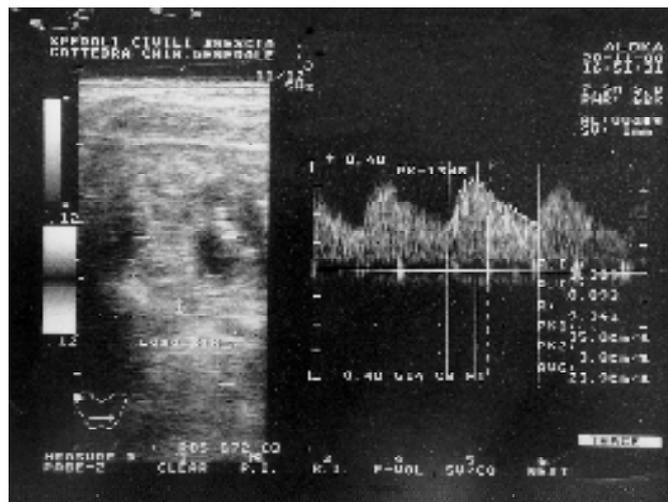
Ecolor Doppler di nodulo solido, ipocogeno con calcificazioni all'interno, disomogeneo con componente mista, lobo sinistro della tiroide; vascolarizzazione di tipo IIIb con Vps 35 cm/sec. Verifica istologica: carcinoma papillifero.
